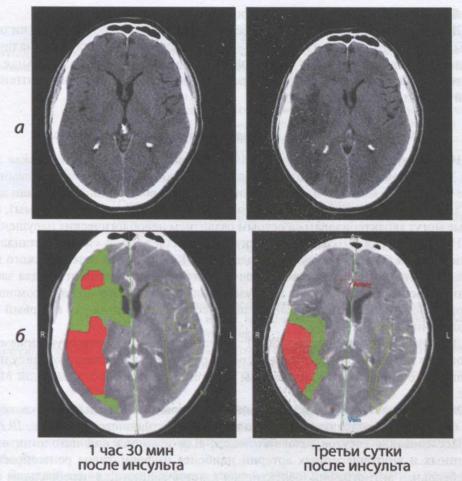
Стандартная (a) и перфузионная (б) рентгеновская компьютерная томография головного мозга в разные сроки после обширного инфаркта в бассейне правой средней мозговой артерии
